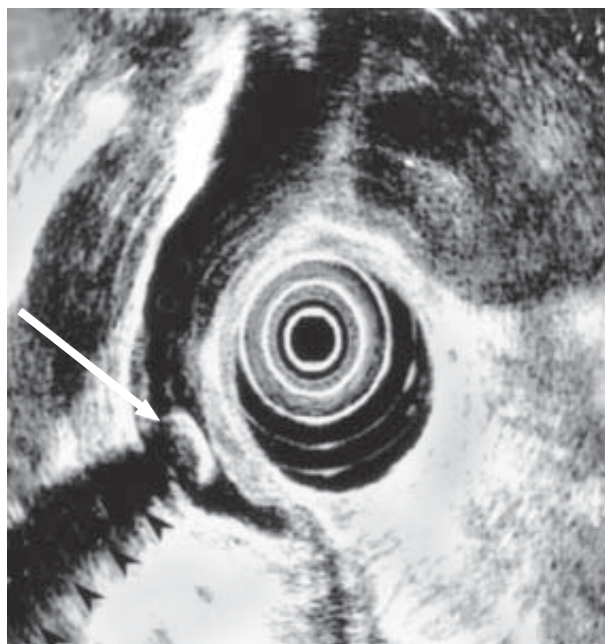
Эндоскопическое УЗИ, демонстрирующее конкремент холедоха
